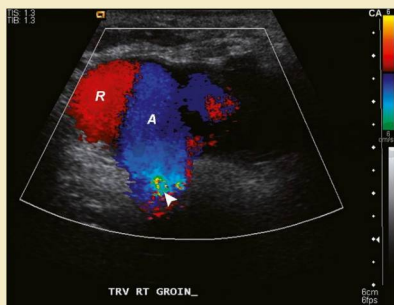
Imagen mediante ecografía Doppler color real de un pseudoaneurisma poscateterismo antes de su oclución con inyección directa de trombina percutánea. Evaluación con ecografía Doppler color de un pseudoaneurisma poscateterismo que demuestra el típico movimiento de vaivén [R (rojo), hacia el transductor; A (azul), desde el transductor] del flujo sanguíneo (flujo bidireccional, signo del yin-yang) dentro del saco pseudoaneurismático. Se reconoce solapamiento en el origen del cuello del pseudoaneurisma (cabeza de flecha). Obsérvese que el flujo dentro del cuello del pseudoaneurisma en cualquier momento es unidireccional (hacia el saco durante la sístole y hacia fuera durante la diástole). (Por cortesía de la Dra. Christine Menias, Mallinckrodt Institute of Radiology, Washington University, St. Louis, MO.)
